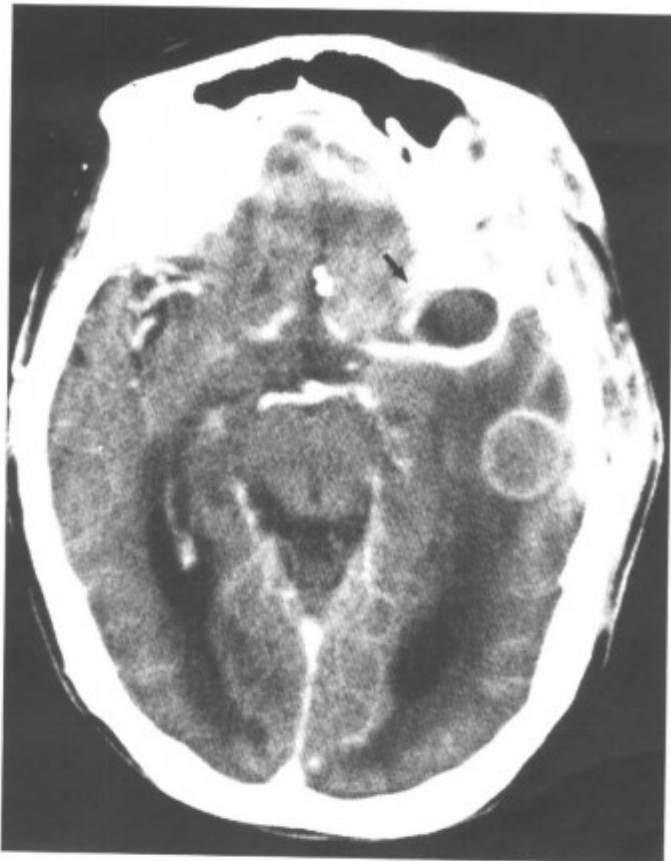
术后 MRI-T₁WI 增强扫描, 脓肿扩散至脑内 (箭头) (同上病例)
